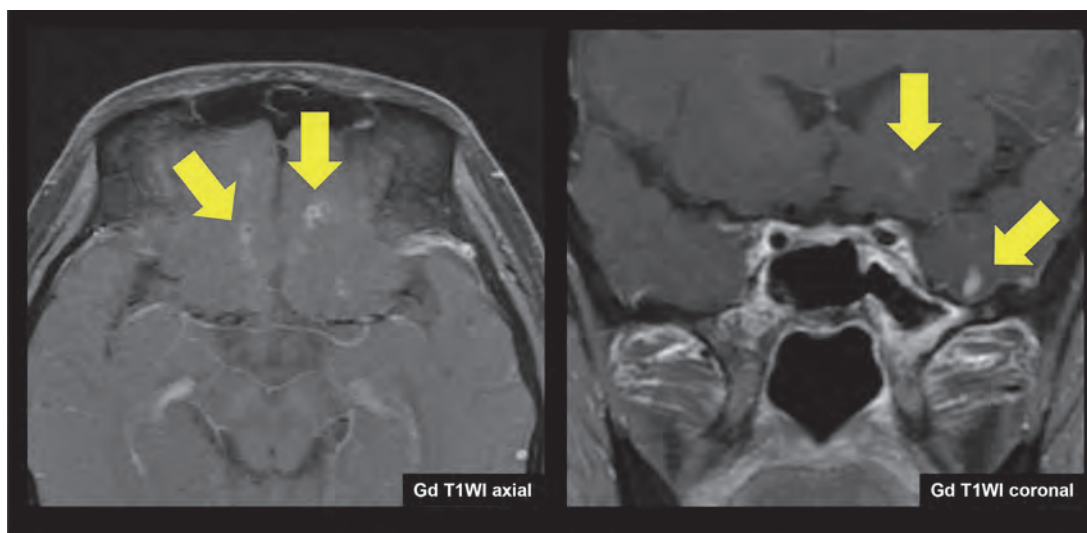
治療後3年6か月時における脳MRI所見：Gd造影後脂肪抑制T1WI axial及びcoronal像。黄色矢印は新たに出現した異常増強像を示す。
